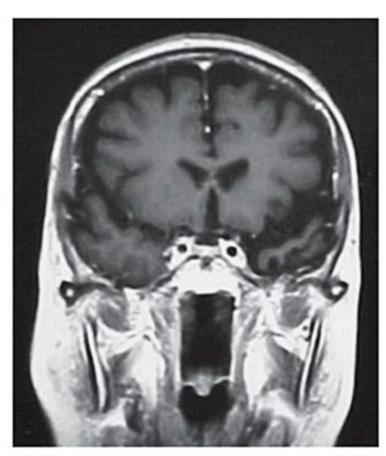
Imagem por ressonância magnética de um caso de demência semântica. Corte frontal em que se observa redução de volume do polo temporal esquerdo.
